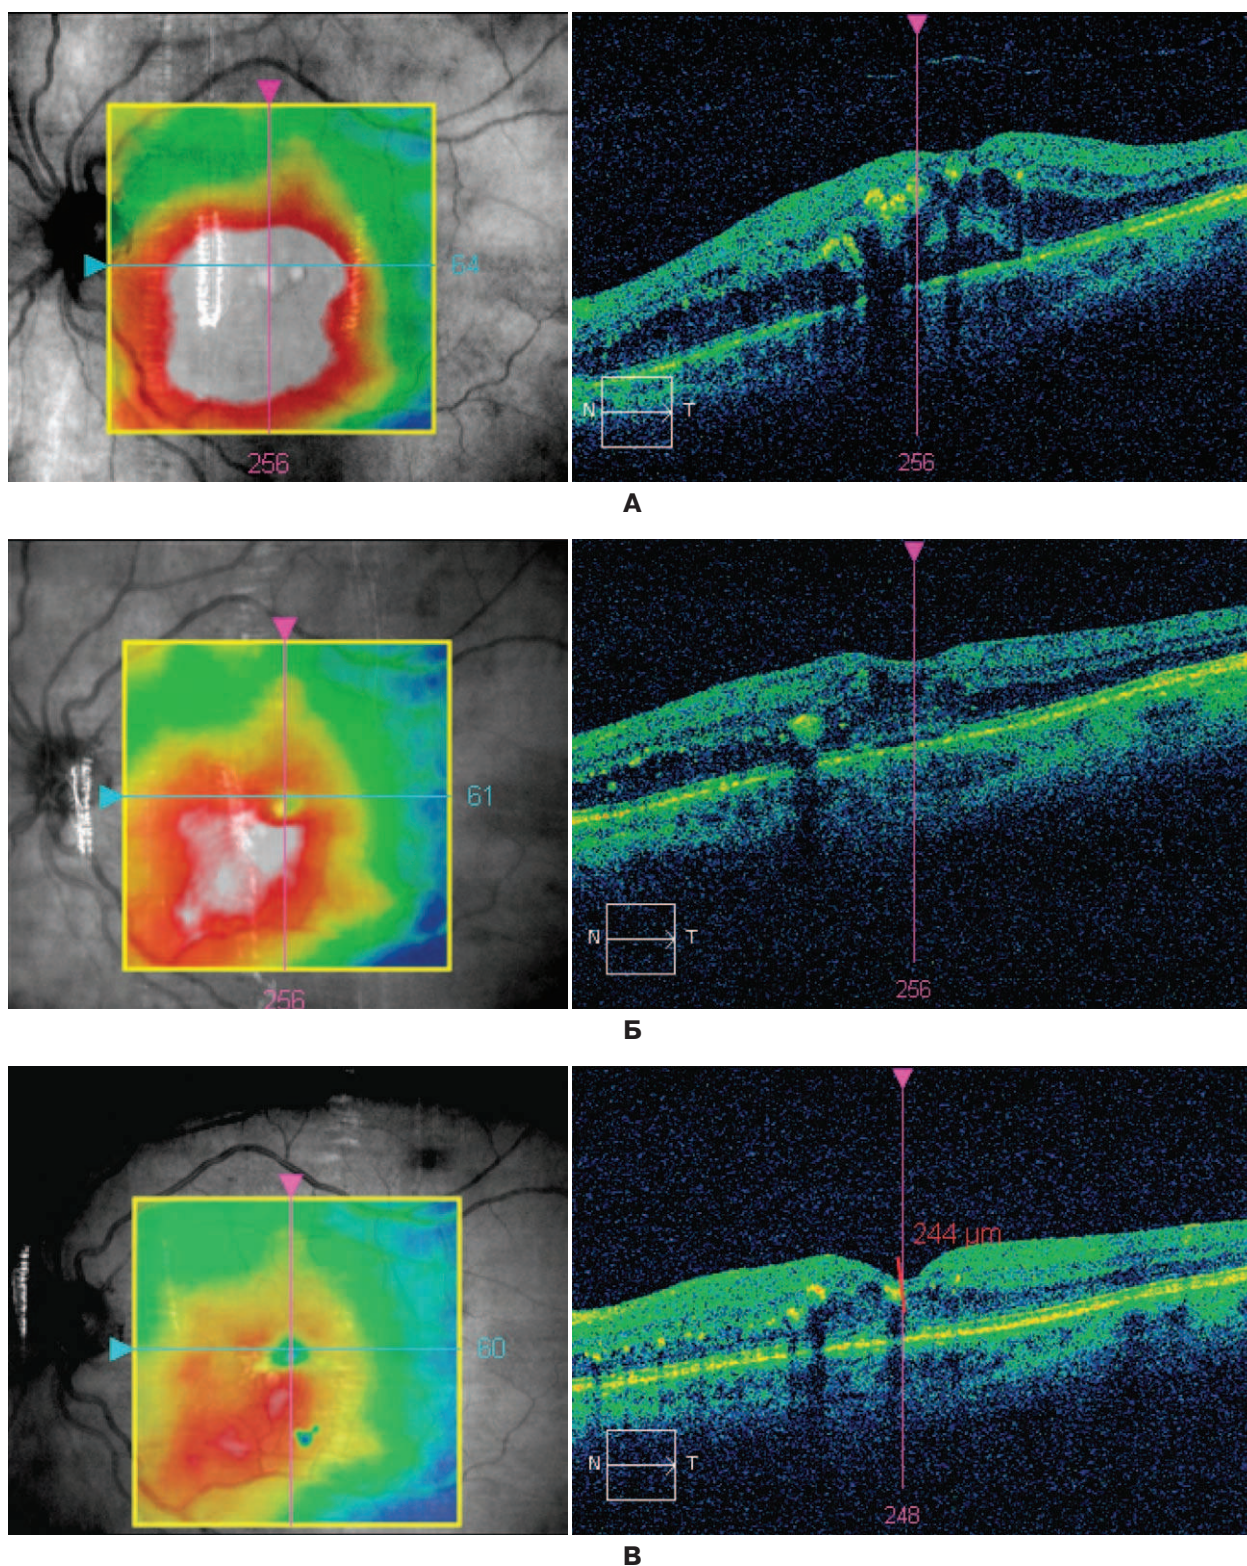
Оптическая когерентная томография пациента 52 лет с диабетическим макулярным отеком. А – до лечения на вертикальном скане, выполненном через фовеа определяется потеря нормального контура макулы, диффузное утолщение сетчатки до 600 мкм, появление участков низкой (интравитреальные кисты) и высокой оптической плотности (твердые экссудаты), скопление субретинальной жидкости. Острота зрения с максимальной коррекцией 0,3. Пациенту выполнена интравитреальная инъекция 0,5 мг луцентиса. Б – через 1 мес. после инъекции луцентиса отмечается уменьшение отека сетчатки, количества твердых экссудатов и интравитреальных кист. Максимальная толщина сетчатки в макуле уменьшилась до 440 мкм. Острота зрения не изменилась. В – Через 3 мес. (3 инъекции) на томограмме видна значительная регрессия отека макулы. Появилось фовеолярное вдавление, размеры кист и экссудатов уменьшились. Толщина сетчатки в фовеоле равна 244 мкм. Максимальная толщина в зоне еще сохраняющегося отека составляет 385 мкм. Острота зрения повысилась до 0,5.
